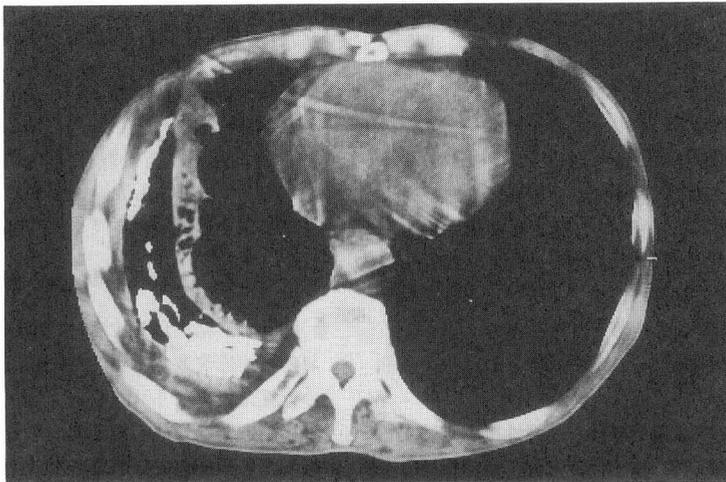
手術直前のCT像，石灰化巣の遊離，膿胸腔底部堆積所見
